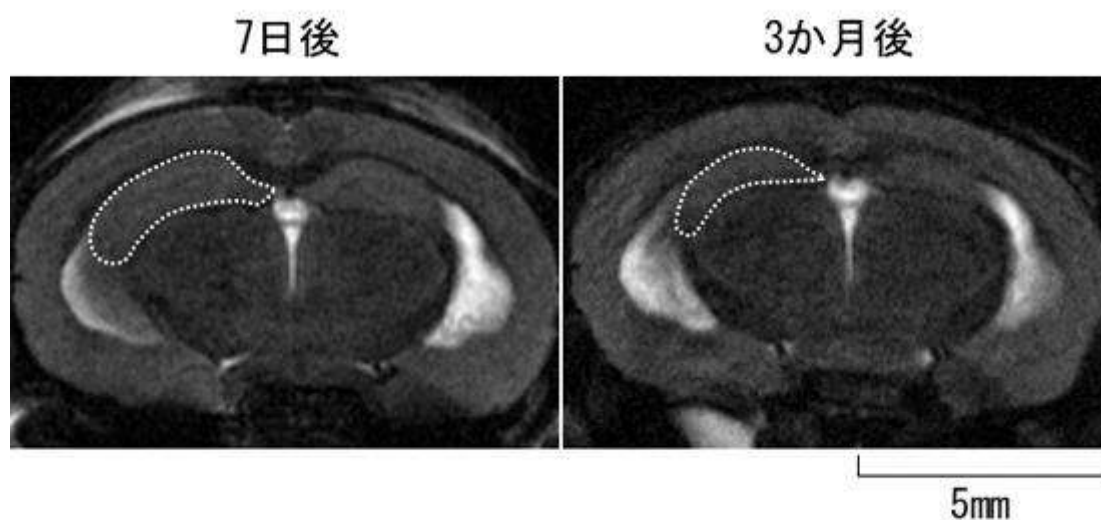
CAPON 過剰発現マウス脳の MRI 画像
